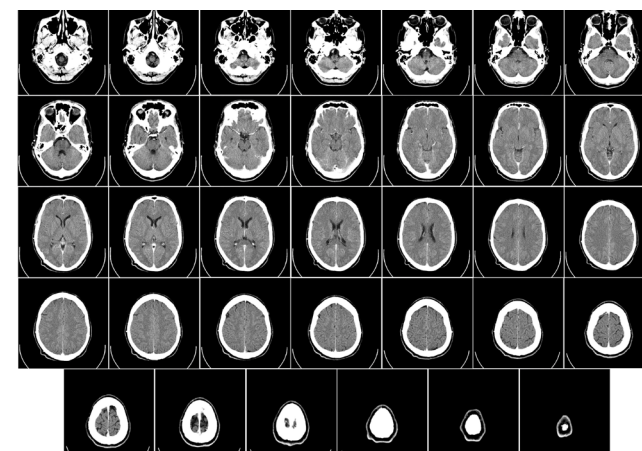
Imágenes bidimensionales obtenidas mediante TAC que muestran las secciones del interior del cráneo.
